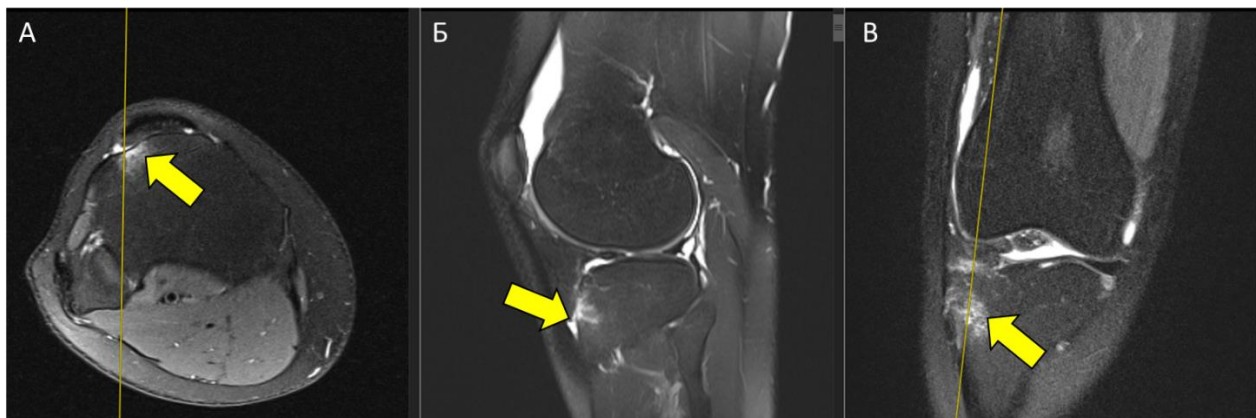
МРТ правого КС (А. аксиальная проекция, Б. сагиттальная проекция, В. фронтальная проекция, трабекулярный отек большеберцовой кости обозначен стрелкой).
